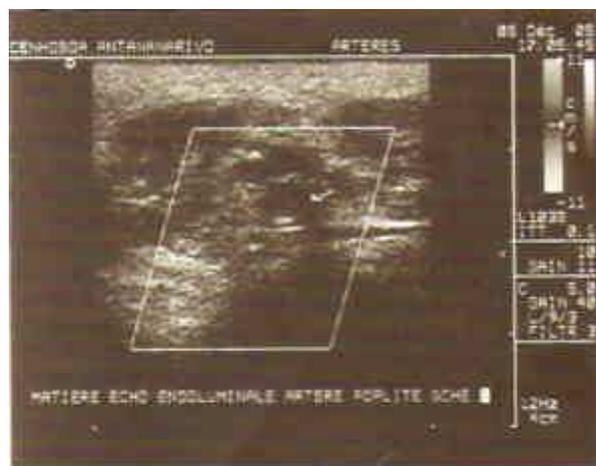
Thrombus intraluminal dans l'artère poplitée gauche, sténose de 80% (échographie doppler)
